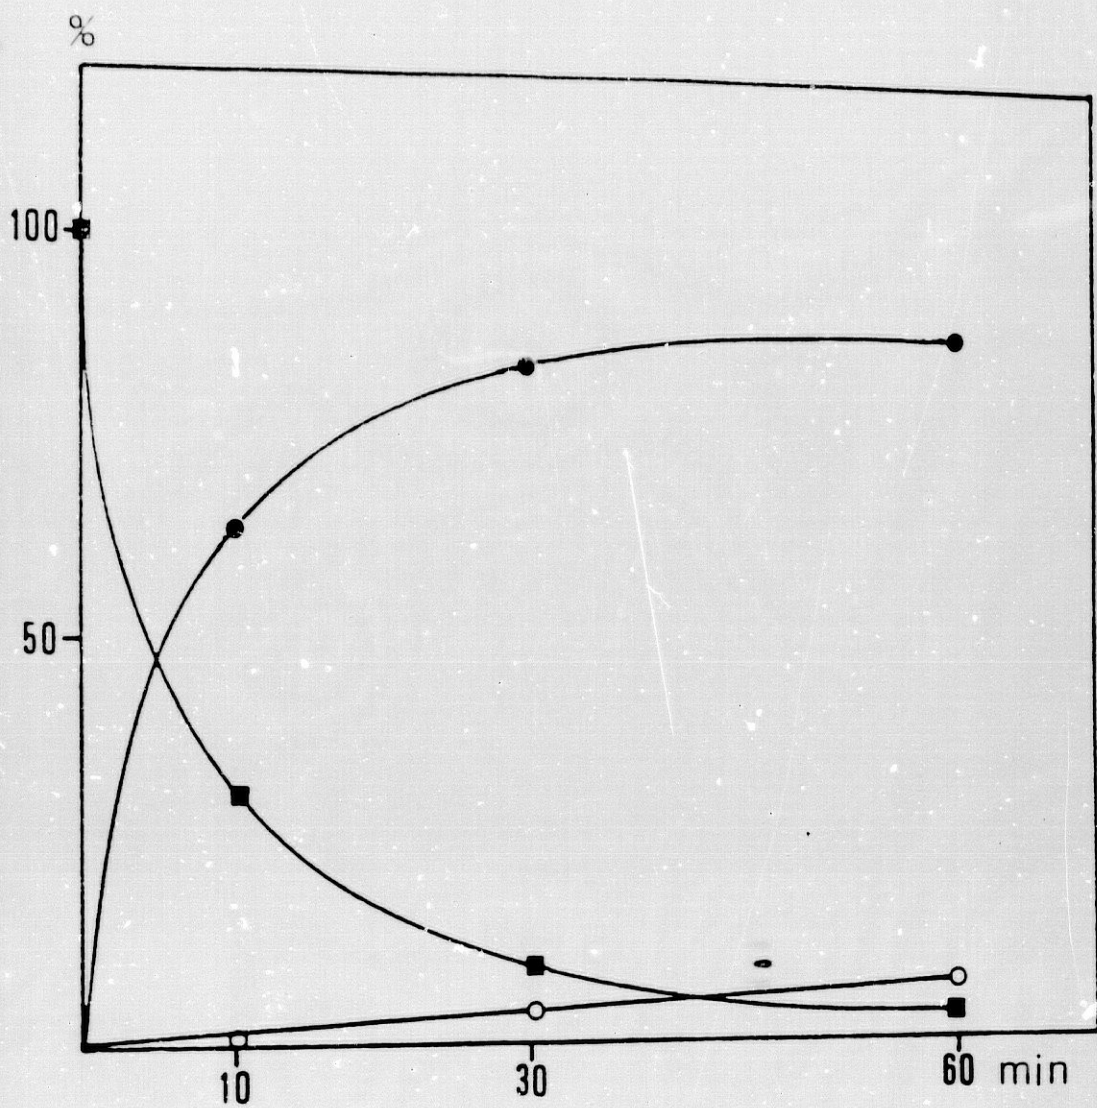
VARIACION DEL METABOLISMO DE LA TESTOSTERONA RESPECTO DEL TIEMPO DE INCUBACION EN PROSTATA. 1.5 mg DE PROTEINAS INCUBADAS CON $^3\text{H-T}$ 2 nM A 37°C A TIEMPOS VARIABLES. LA ACTIVIDAD SE EXPRESA COMO PORCENTAJE DE METABOLITO FORMADO. (■) TESTOSTERONA, (●) DHT Y (○) 3-ADIOLES.
